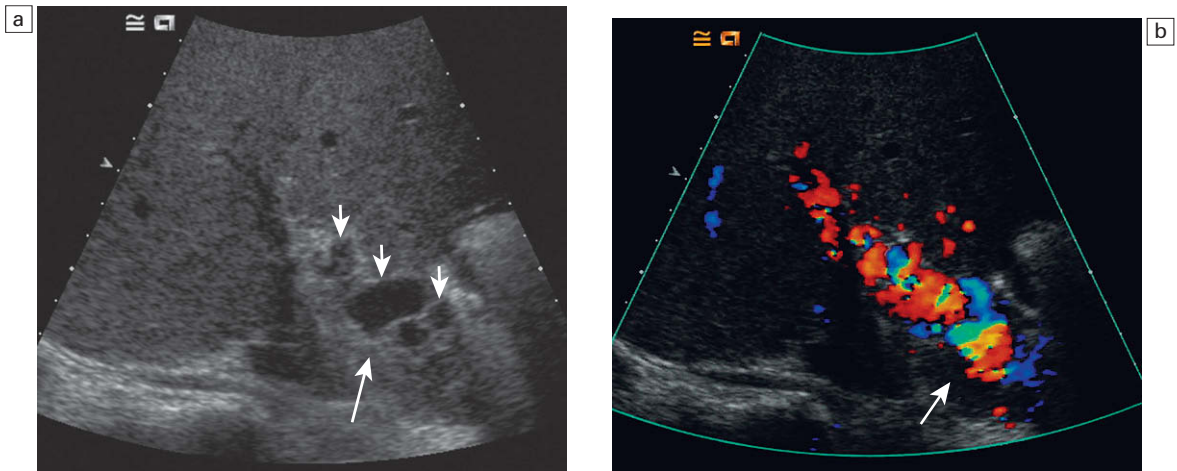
En las trombosis de la vena porta a largo plazo la presencia de una transformación cavernosa puede confirmarse, «rescate Doppler»; a) imagen basal que demuestra una vena porta dilatada muy refringente (flecha) y estructuras serpenteantes poco refringentes (flechas pequeñas) en relación con la transformación cavernosa; b) tras la administración de SonoVue, se demuestra la transformación cavernosa y la oclusión de la vena porta (flecha).
